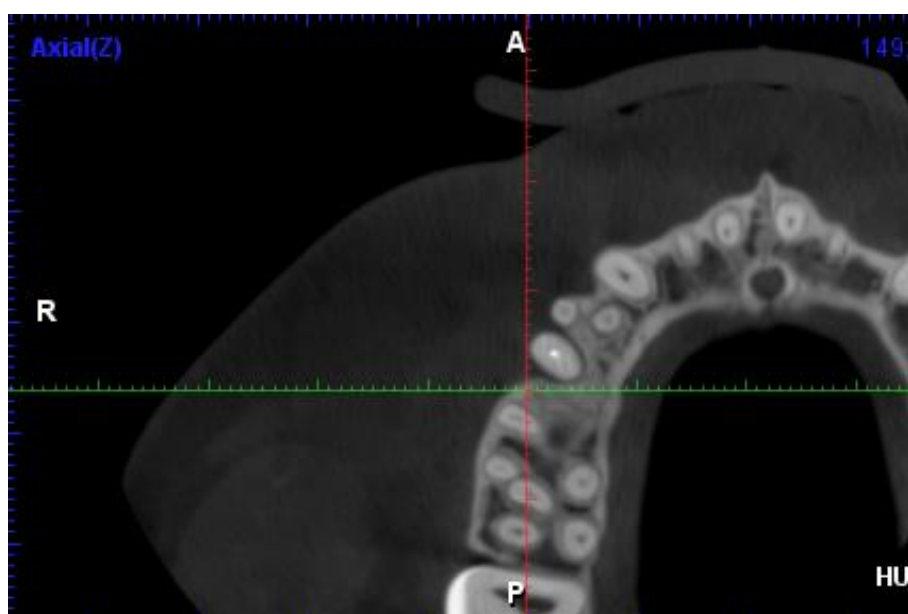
Tomografía vista axial
